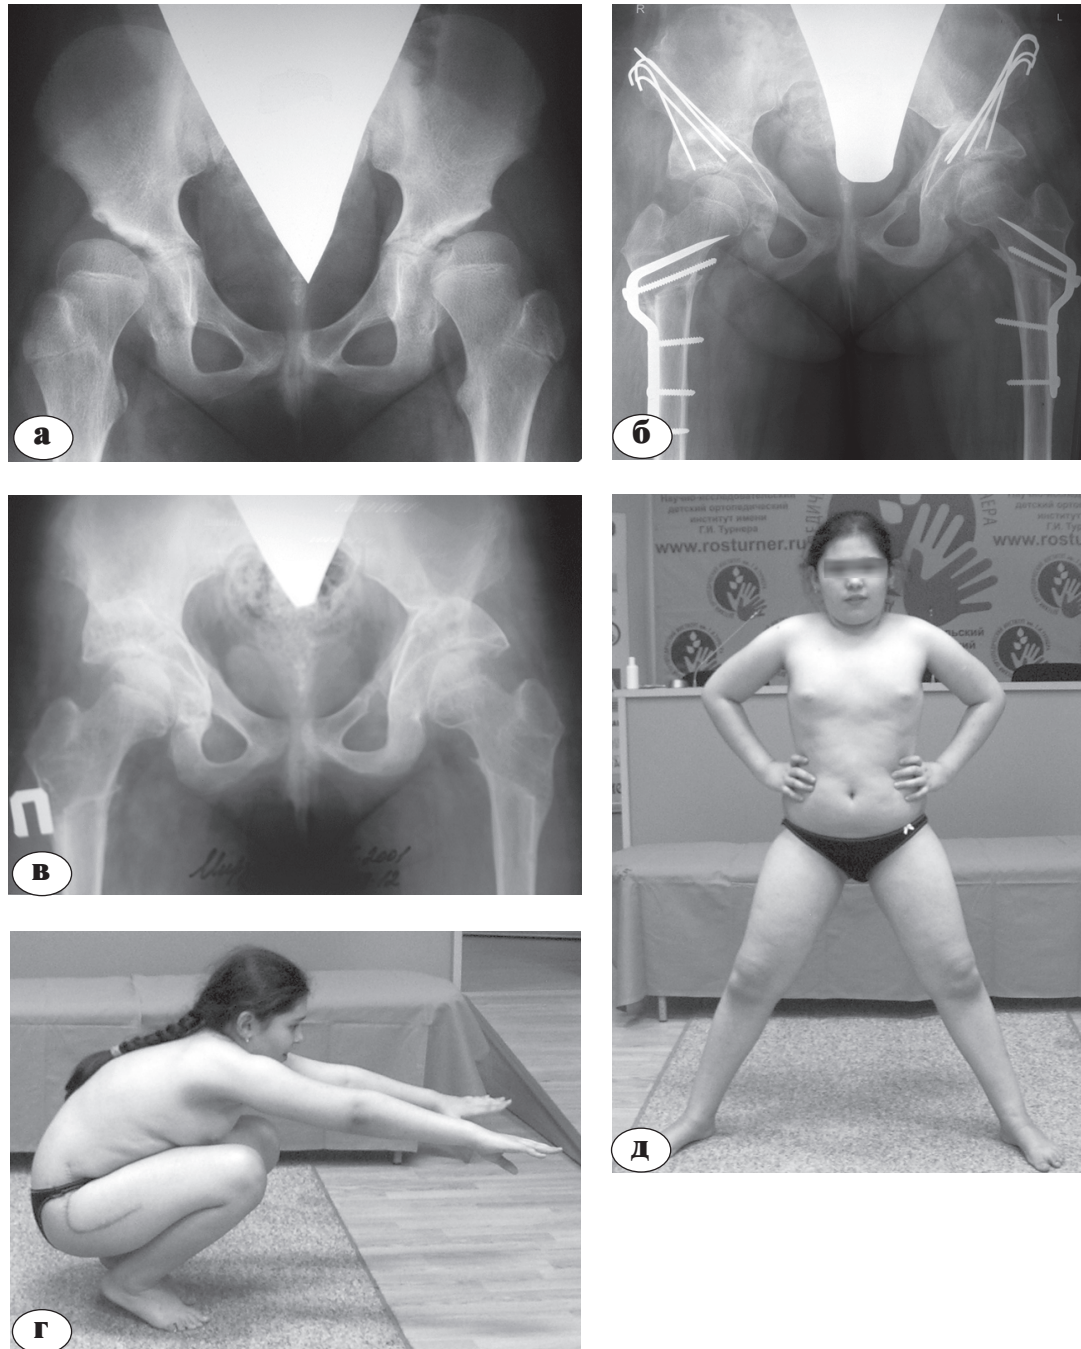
Пациентка М., 13 лет. Диагноз: врождённый двусторонний подвывих бедра, диспластический коксартроз II-а ст. Рентгенограммы таза в прямой проекции: а – в возрасте 10 лет; б – после транспозиции вертлужной впадины и корригирующей остеотомии бедра с двух сторон (позапно); в – через 3 года после операции, г, д – функциональный результат
